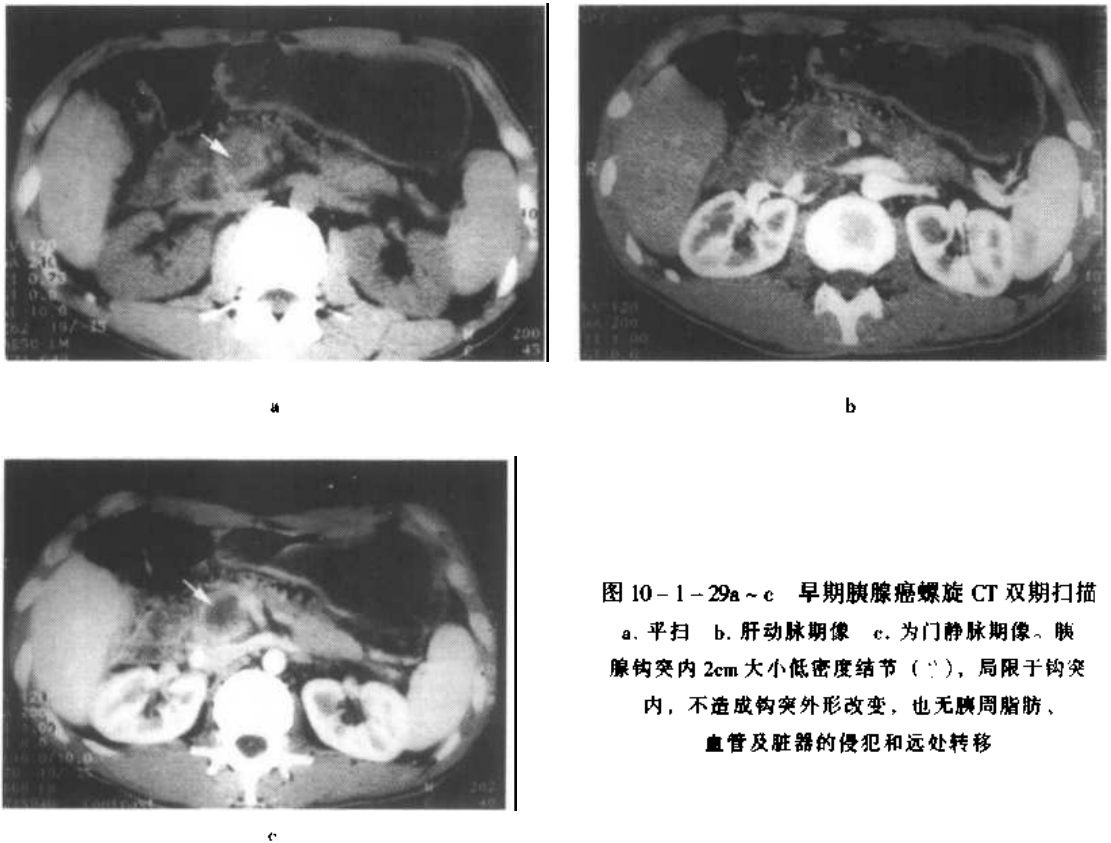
~c 早期胰腺癌螺旋 CT 双期扫描
